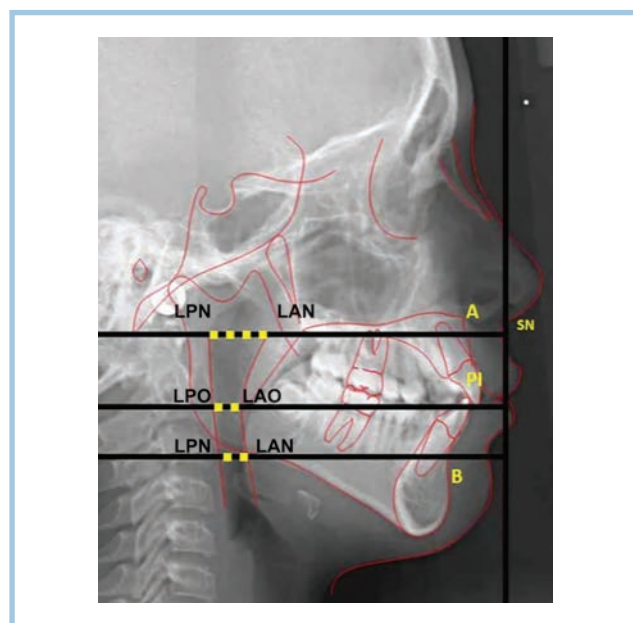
Пример расчета поперечных размеров верхних дыхательных путей на боковой телерентгенограмме, представленный в статье L. Vilaza и соавт. [35].
